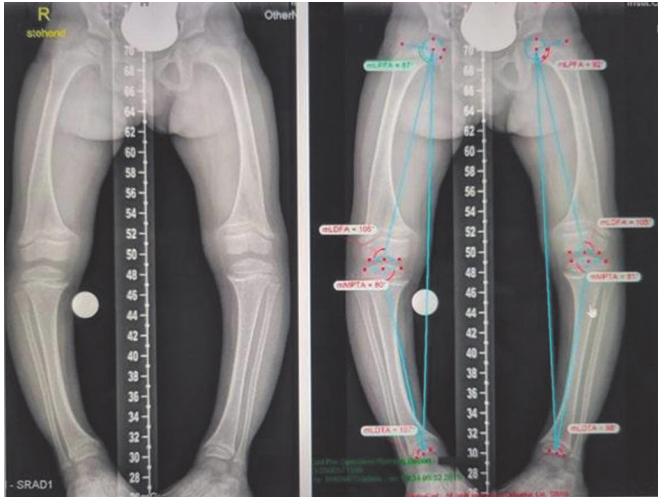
Пацієнт 12 років, діагноз: Д-резистентний рахіт. Варусна деформація нижніх кінцівок. Представлені розрахунки основних рентгеноморфометричних показників на панорамній рентгенограмі нижніх кінцівок в прямій проекції в програмі TraumaCad 2.5.
